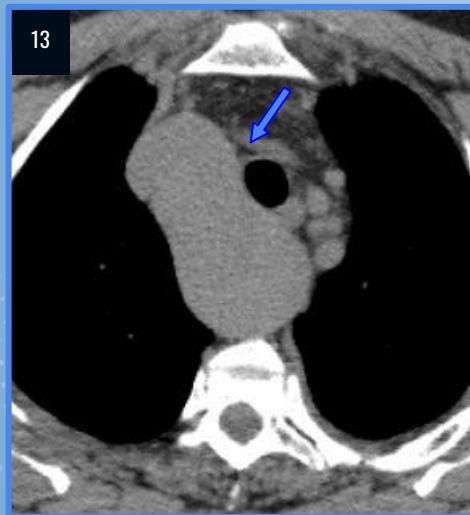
TC tórax, ventana mediastinal, arco aórtico dilatado ubicado a la derecha de la tráquea y esófago (flecha azul).
